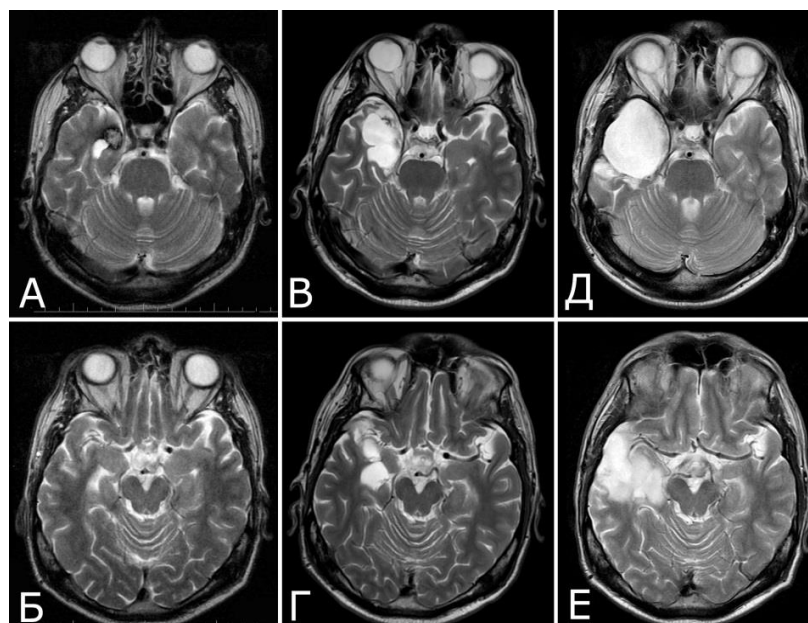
Больной Е. (№13) T2 взвешенные МРТ. А, Б – до операции; В, Г – после первой операции, Д, Е – после лобэктомии (объяснения в тексте).
